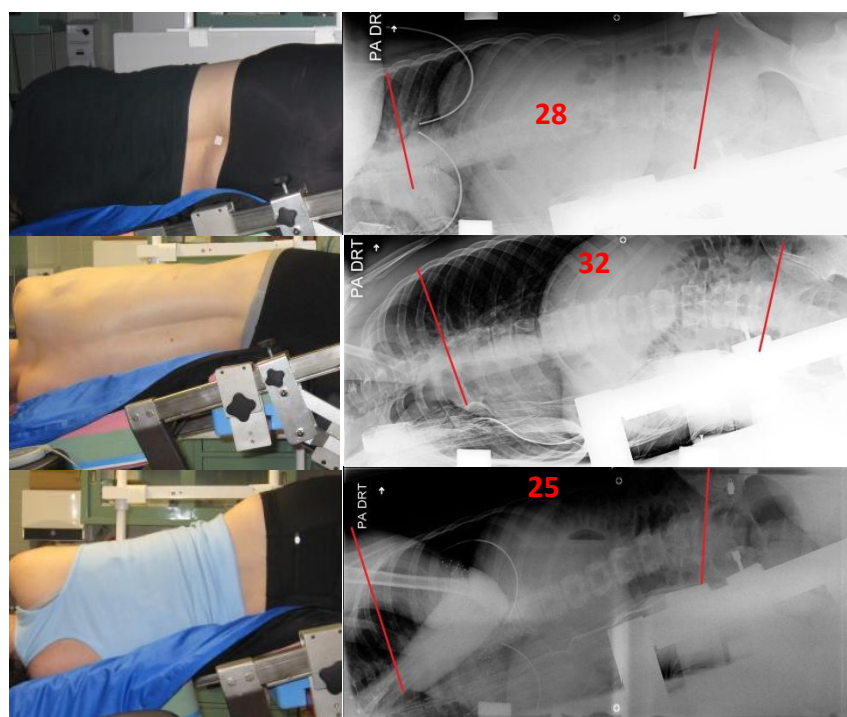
La manipulation et radiographie chez les trois sujets du test I
